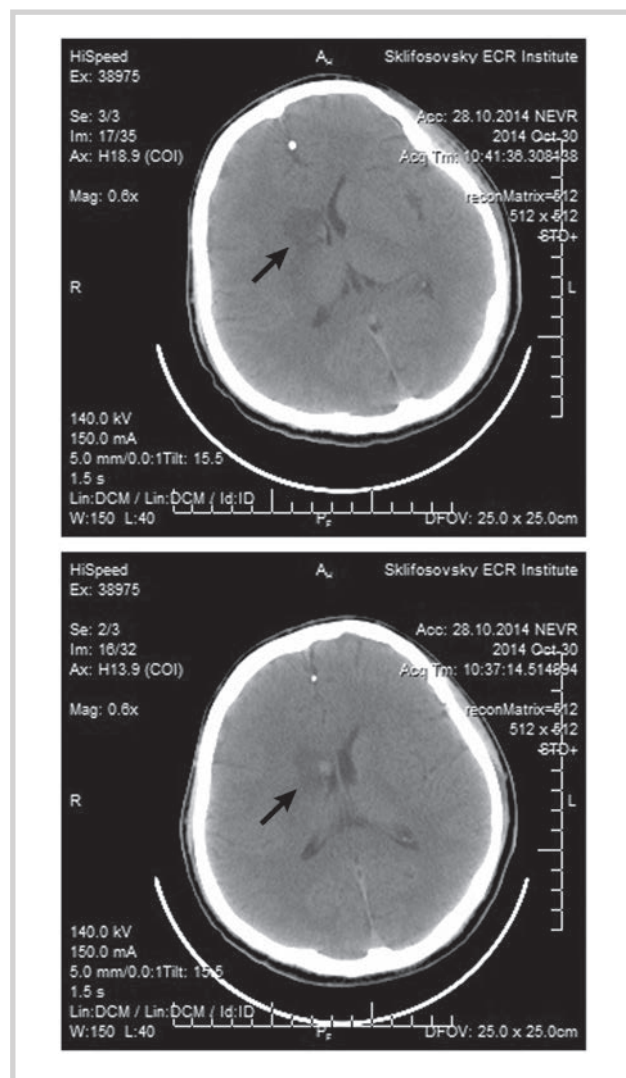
КТ головного мозга пациента А., сагиттальные срезы.
